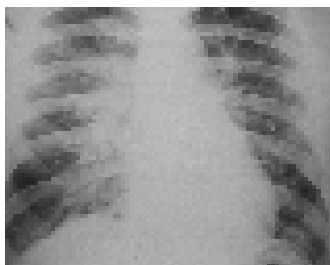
LPN avaliada por radiografia. Os hilos pulmonares não podem ser delimitados pela presença de numerosas linhas radiais (linhas A de Kerley) e, na periferia do ângulo costo-frênico esquerdo, há densidades lineares horizontais visíveis e linhas septais (linhas B de Kerley). O coração e o pulmão são normais em tamanho.
